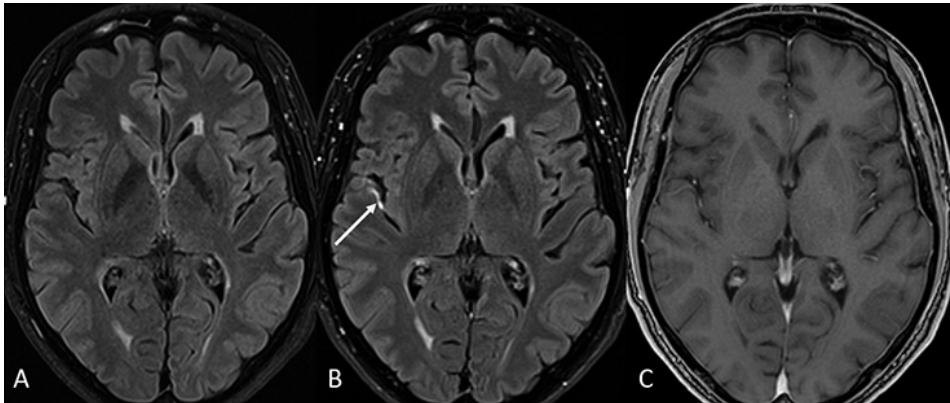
RM en paciente afecto de EM. Imágenes transversales T2-FLAIR sin (A) y tras la administración de Gd (B), y T1 tras la administración de gadolinio. Obsérvese la presencia de un realce lineal leptomeníngeo en la ínsula derecha, únicamente visible en la imagen T2-FLAIR con gadolinio (flecha en B).
